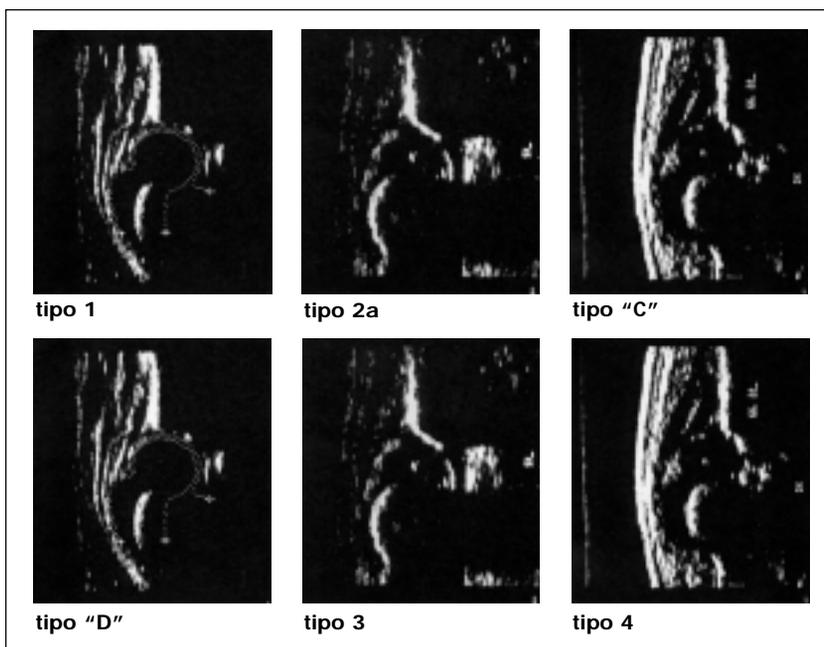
Principali quadri ecografici tipizzati in base alla classificazione di Graf.
